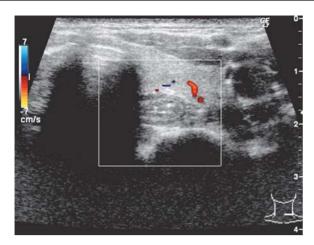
Sonographie des Schluckaktes. Horizontale Ebene in Höhe der Schilddrüse paramedian links mit Darstellung der Kokarde des oberen Ösophagussphinkters
